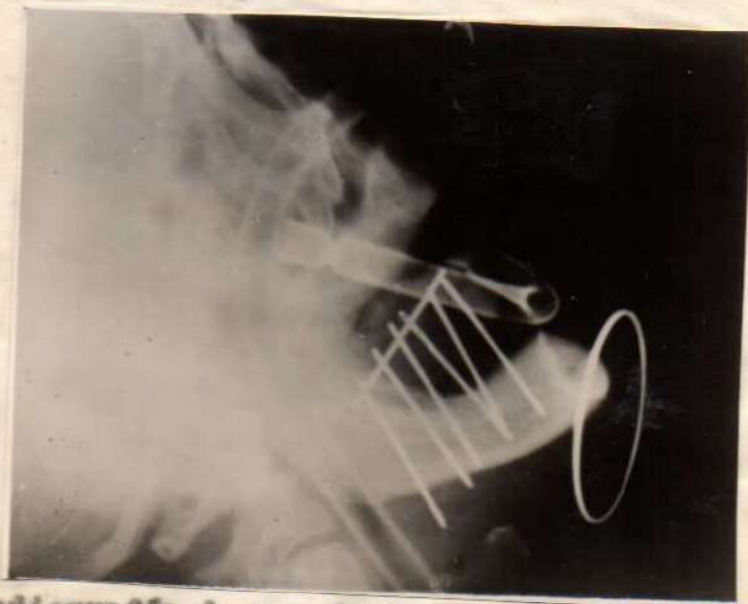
Radiografía de una implantación de Radium en un plano simple; el arco sirve para medir el factor de ampliación de la radiografía.
